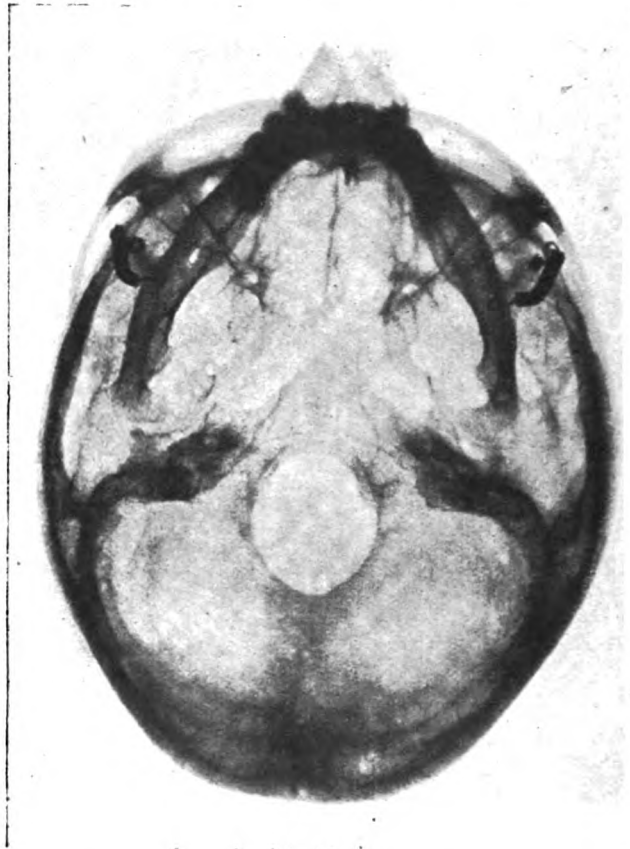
Axiale Röntgen-Aufnahme des Schädels von Brachycephalus. (Tabelle III, Nr. 20.)
